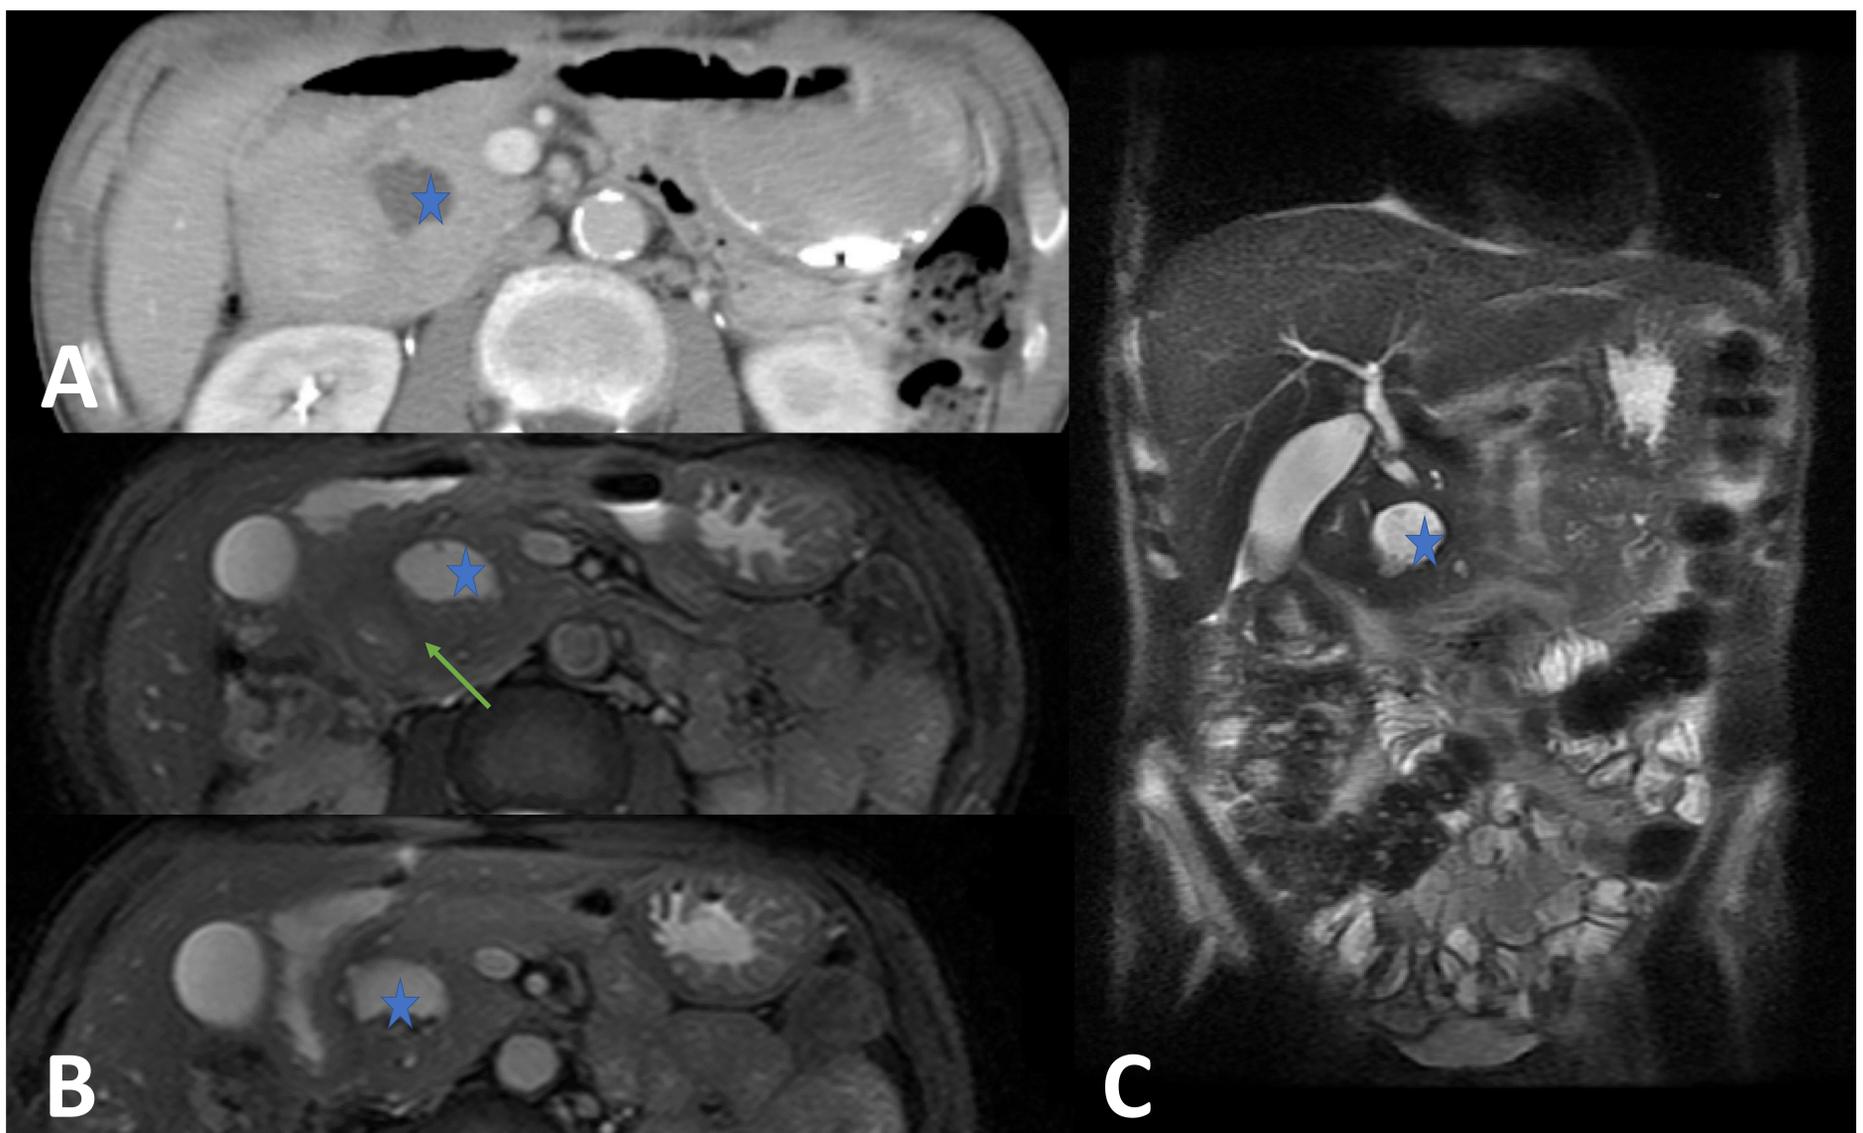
TC de abdomen con civ, corte axial (A). RM de abdomen cortes axiales (B) y coronal (C) potenciada en T2 SAT. Existencia de una imagen de masa localizada entre la segunda porción del duodeno y el páncreas en relación con pseudoquiste pancreático (*). Engrosamiento del duodeno y afectación de la grasa del surco duodeno pancreático (flecha verde).
